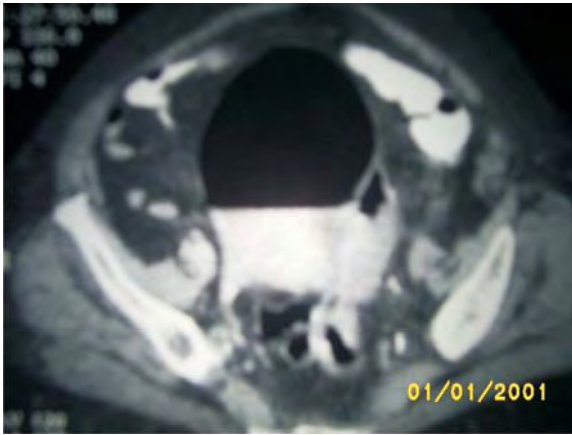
TAC abdómino-pélvica. Caso 5. P.S. 58 a. Fístula colo-vesical secundaria a EDC. Se aprecia claramente aire a nivel vesical y sector intestinal adherido a vejiga.
